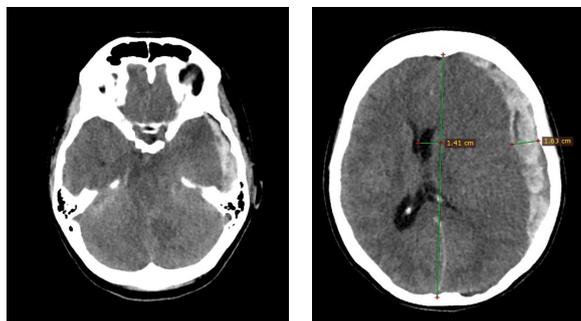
Tomografia de crânio (09/07/2023) evidenciando hematoma subdural agudo fronto-têmporo-parietal esquerdo com desvio de linha média de 1,41 cm, edema cerebral difuso com compressão das cisternas e apagamentos de sulcos e fissuras cerebrais.
